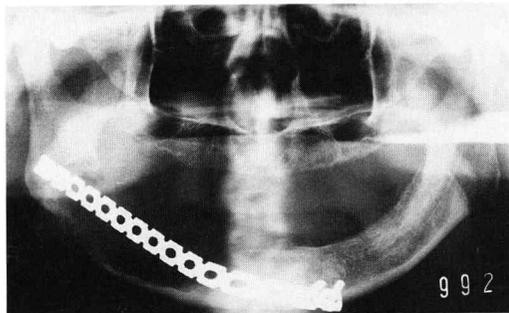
Radiographic view of the reconstruction plate of the mandible at 9 months after operation.
